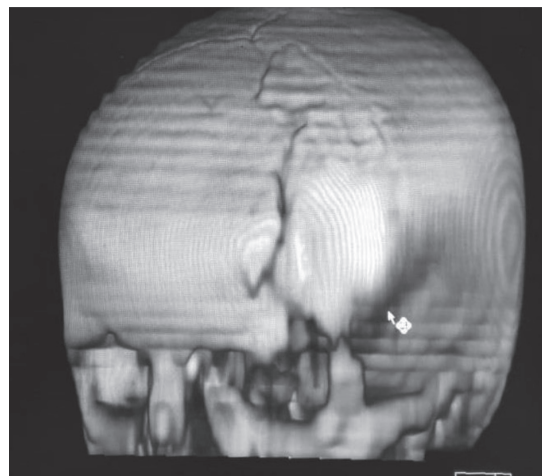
МСКТ пациента, 13 лет. Перелом левой половины лобной кости с продолжением линии через верхнюю заднюю стенку орбиты с переходом к основанию черепа
